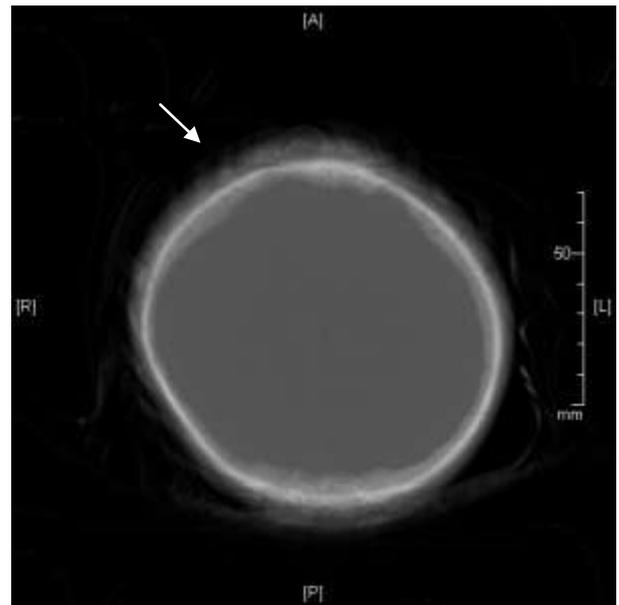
Grau I: Tomografia computadorizada de crânio evidenciando irregularidade superficial na calota craniana. Janela óssea
